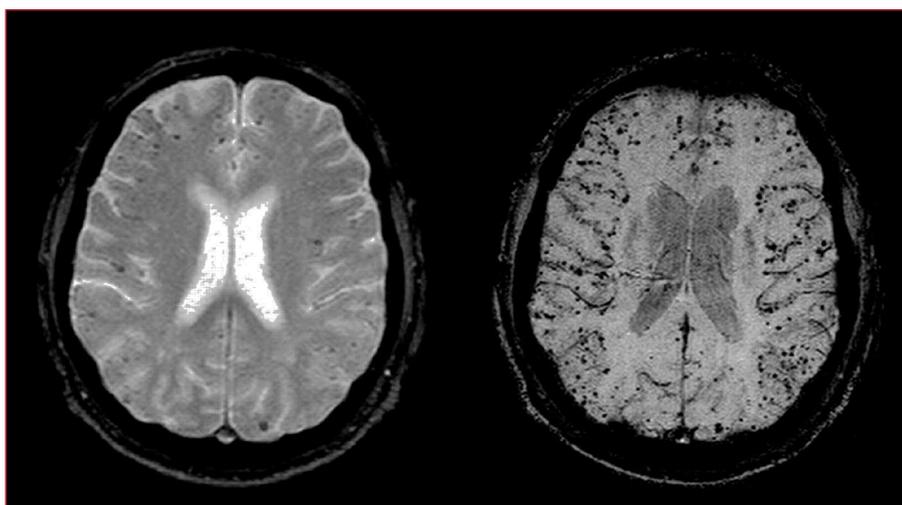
Microsangrados. Imagen por resonancia magnética con secuencias de eco-gradiente que muestra micro-sangrados (*microbleeds*) corticales compatibles con angiopatía amiloide cerebral.
